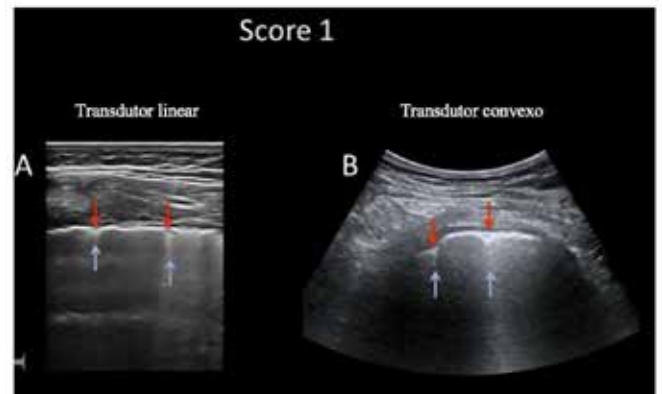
Imágenes de ecografía pulmonar obtenidas con sonda lineal (A) y convexa (B). La línea de la pleura no es continua. Debajo del punto de discontinuidad (indicado por las flechas rojas), son visibles áreas blancas verticales o líneas B (indicadas por las flechas azules). Este estándar se clasifica como Score 1⁶.
